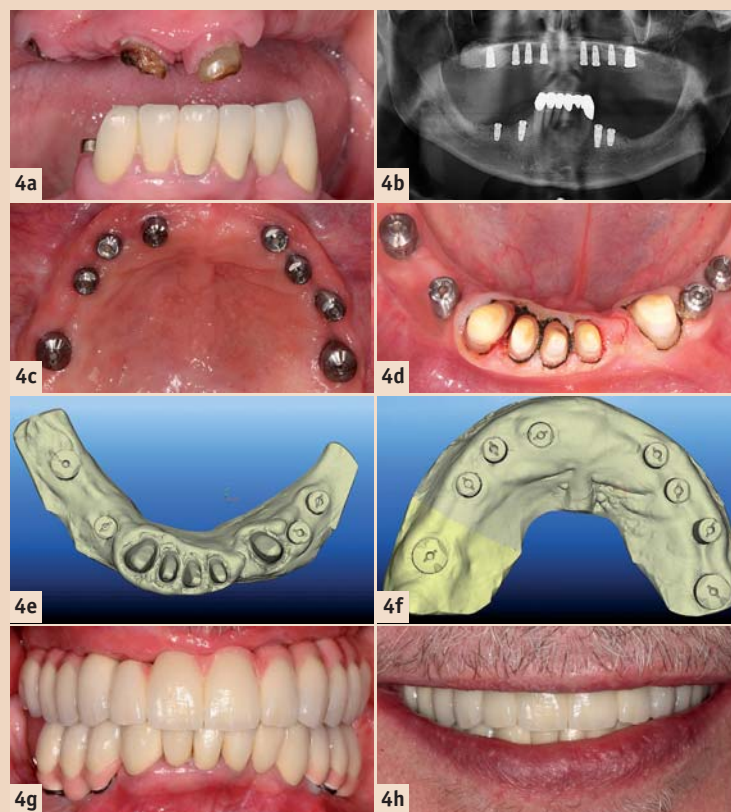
Initiale Situation mit insuffizient konserviertem und prothetisch versorgtem Gebiss. – Abb. 4b: Röntgen nach Implantation. – Abb. 4c und d: Die Situation vor dem digitalen Abformen. Die Gingivaformer fungieren gleichzeitig als Scankörper. – Abb. 4e und f: Die abgescannte Situation. – Abb. 4g: Abschluss der Behandlung intraoral. – Abb. 4h: Abschluss der Behandlung extraoral.
